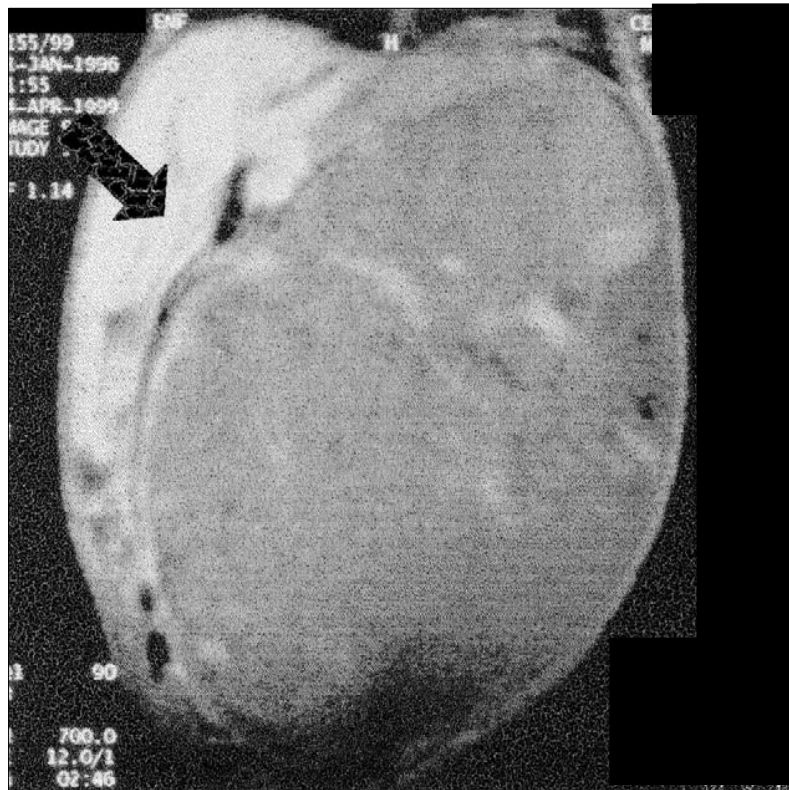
Néphroblastome : IRM abdominale. Coupe coronale en T1 après injection de gadolinium. Volumineuse masse occupant l'hémi-abdomen gauche, en signa intermédiaire, siège de multiples zones de nécroses et refoulant en périphérie les gros vaisseaux (flèches)(62)
